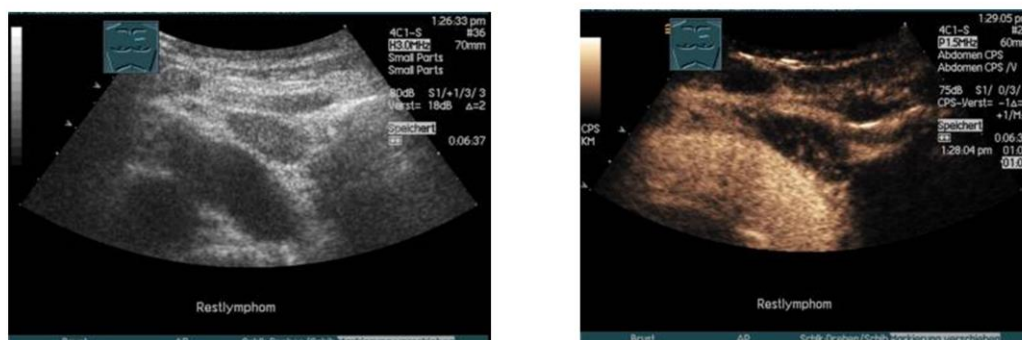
17-jähriger Patient mit M. Hodgkin nach Abschluss der Chemotherapie, Restlymphom von 2 cm Durchmesser im Bereich des oberen vorderen Mediastinums paramedian links a) B-Bild b) CEUS: leichtes Kontrastmittel-enhancement, PET: fokale Mehranreicherung in diesem Bereich. Im Verlauf: kein Rezidiv
